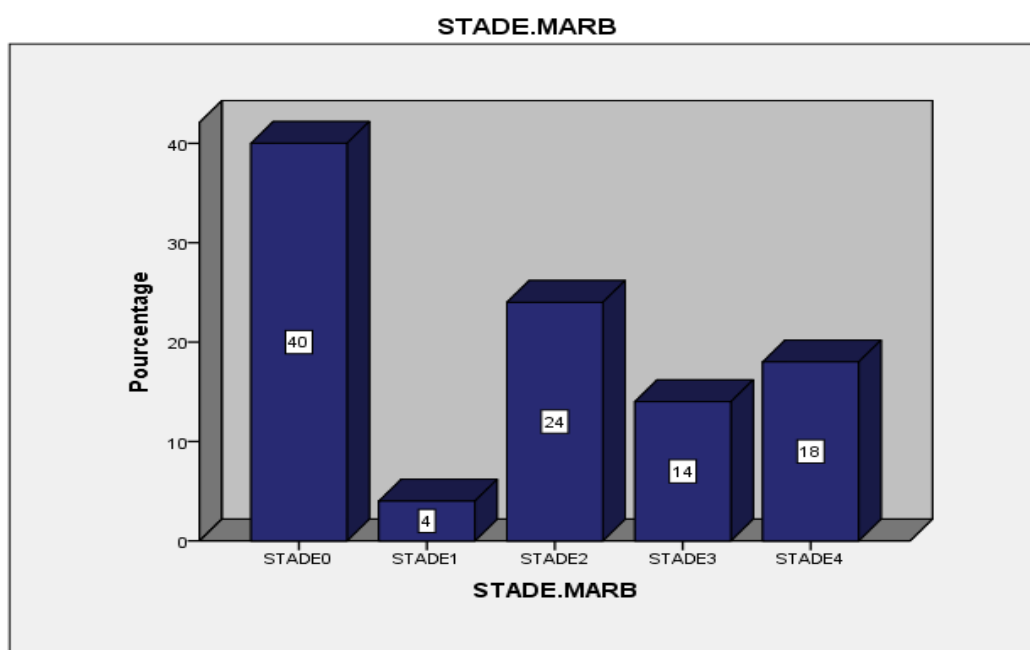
Répartition en fonction du stade des marbrures des patients non monitorés par échocardiographie.
